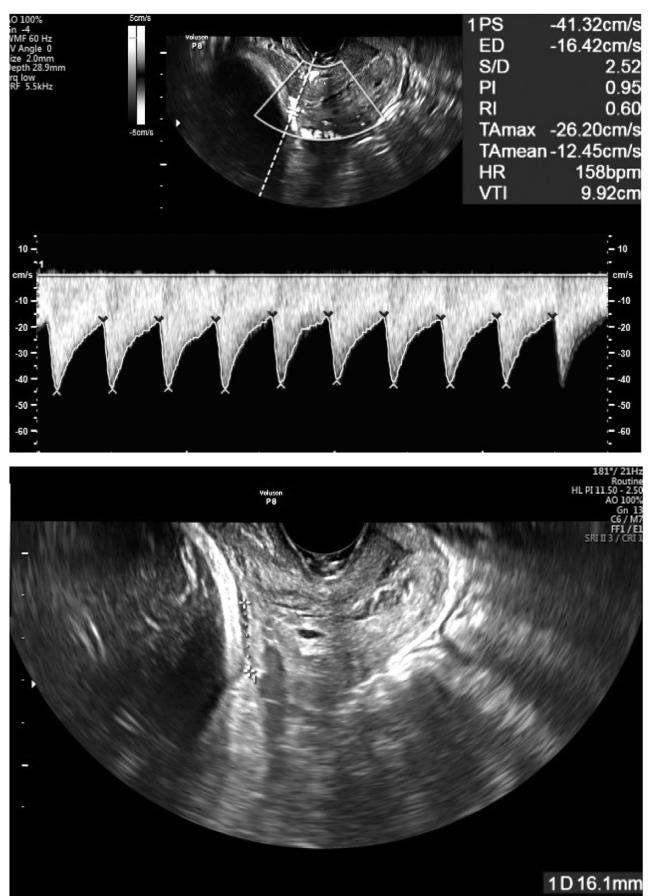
症例2の経腔超音波所見。内子宮口上に臍帯動脈血流波形を呈する血管と低置胎盤を認める。
